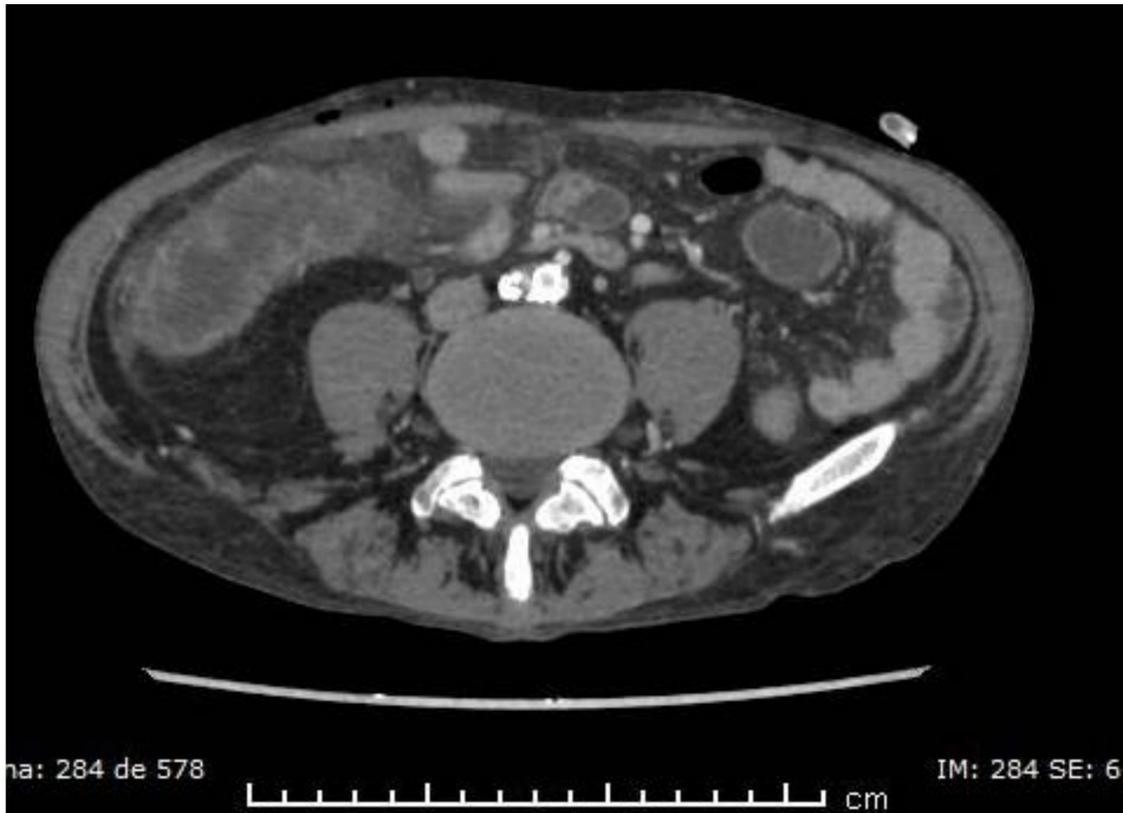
Cortes sagital y coronal de TC en los que se observa engrosamiento significativo de la pared del colon derecho, con realce mucoso y edema submucoso, que se asocia a cuñas de líquido libre y a marcada afectación de la grasa circundante. Como otro hallazgo se destaca la ateromatosis calcificada. Cuadro en relación con colitis isquémica
